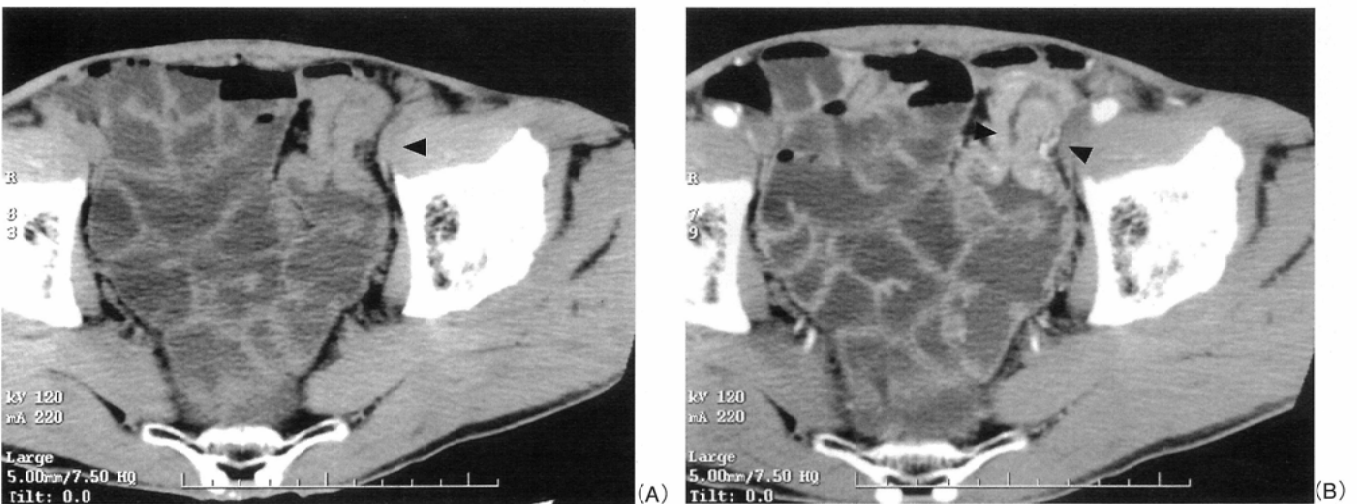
Axial CT image of a 69-year-old man with advanced colonic cancer at sigmoid-descending junction obtained with orally administered polyethylene glycol electrolyte lavage solution(Niflec).
